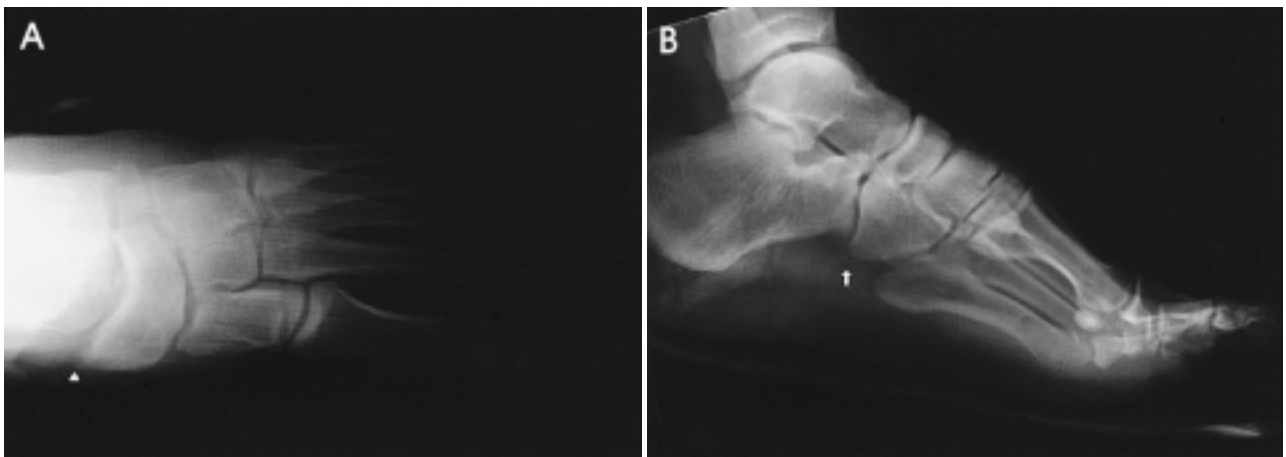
(A) The post-reduction AP radiograph shows the restoration of the talonavicular and calcaneocuboid joint. (B) The post-reduction lateral radiograph shows the restoration of the talonavicular and calcaneocuboid joint.
